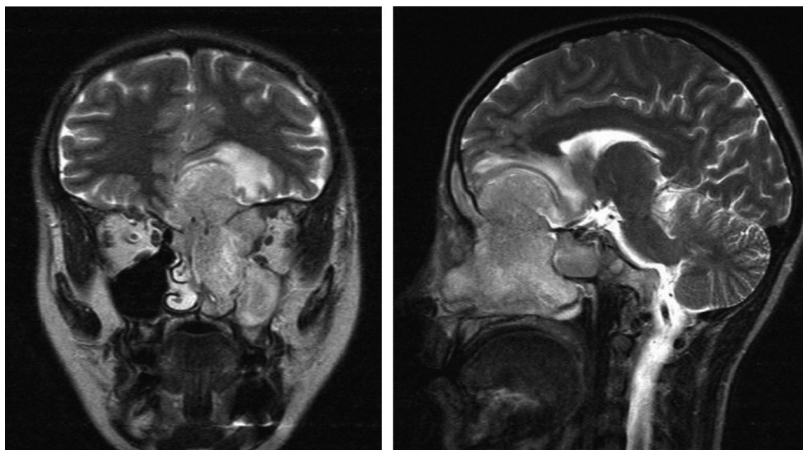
Хворий З., 57 років. МРТ плоскостінного ороговілого раку лобної пазухи з поширенням на решітчастий лабіринт і орбіту.
